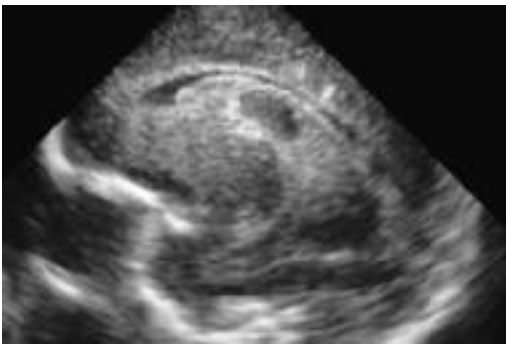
Schädelsonographie.
